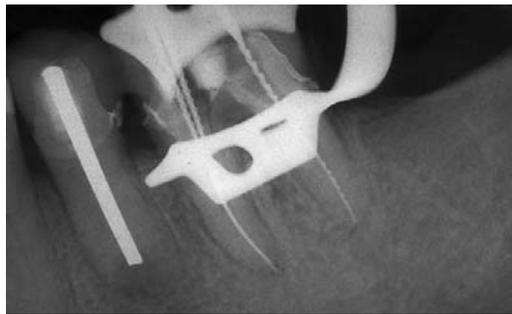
Röntgenmessaufnahme nach kompletter Entfernung der alten Guttaperchafüllung an 36.
